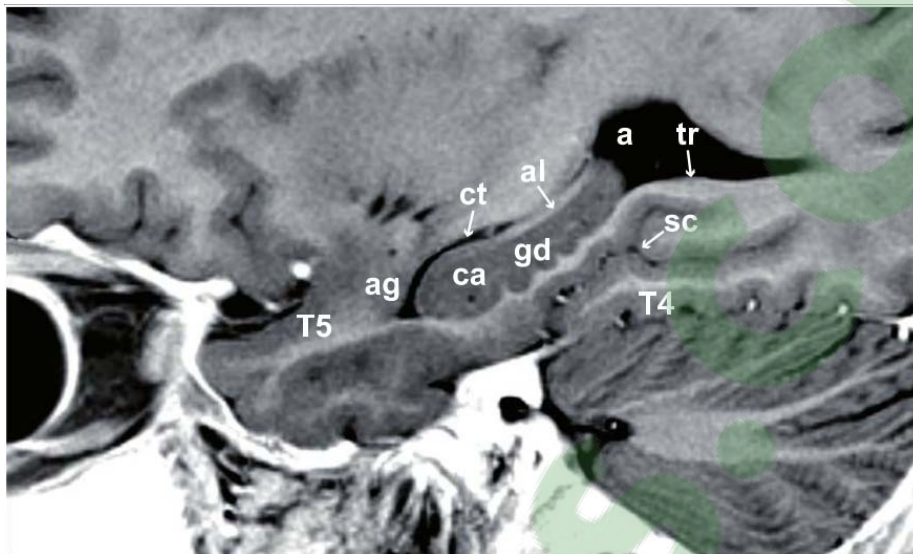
IRM de l'hippocampe en coupe sagittale, pondération T1(44)
